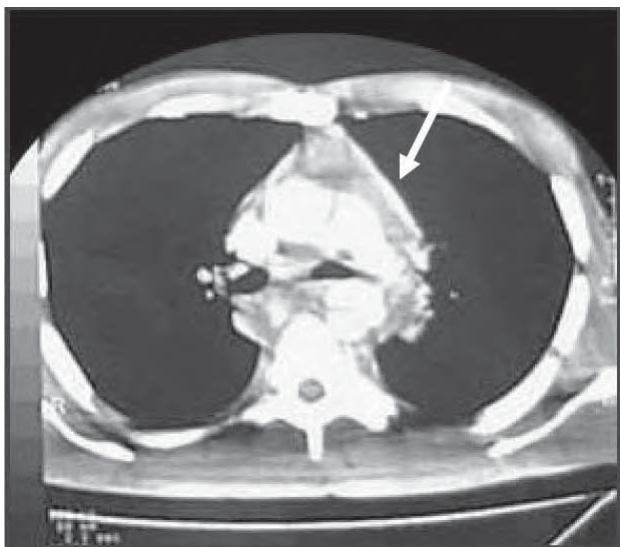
/22.- TAC de tórax. Hematoma periaórtico por ruptura traumática de la aorta.
